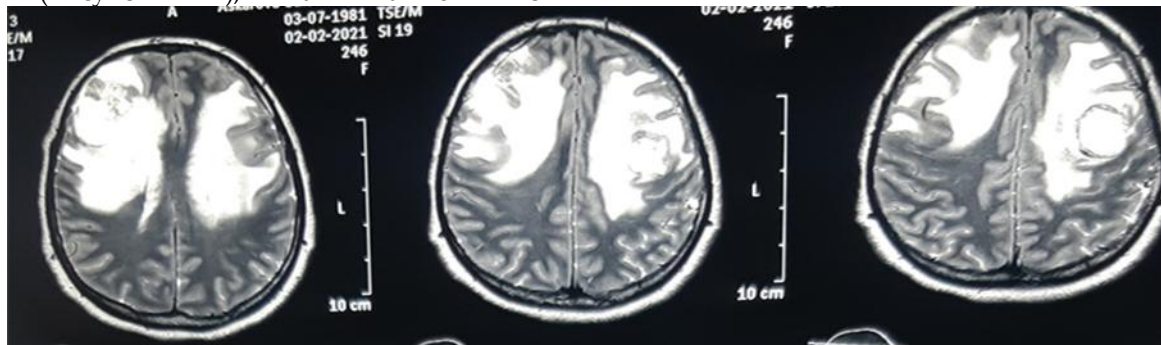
Динамика объема ПФО оценивалась по данным магнитно-резонансной томографии головного мозга в стандартных режимах T2-ВИ и FLAIR
